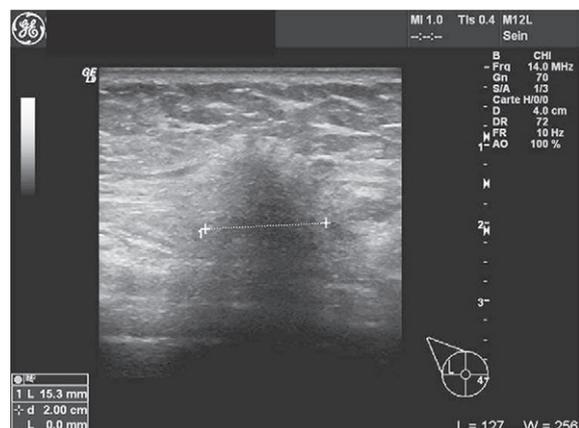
Échographie avec lacune suspecte : zone écho atténuante avec cône d'ombre postérieur, contours irréguliers, grand axe lésionnel perpendiculaire à la peau.
